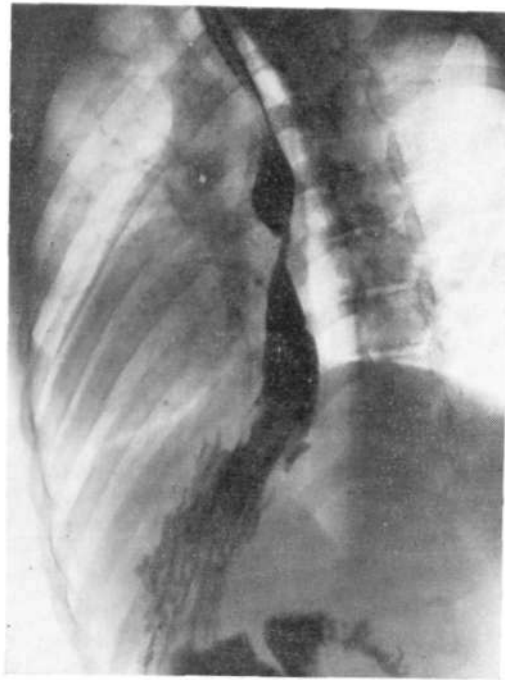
Рентгенограмма врожденного короткого пищевода и неспустившегося в брюшную полость желудка в левой косой проекции больного 17 лет.
